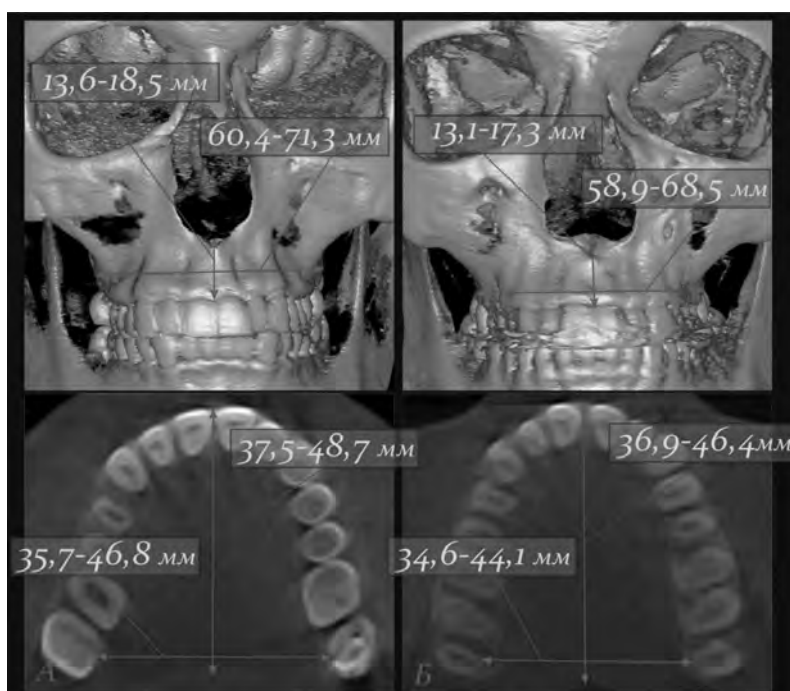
Статеві особливості форми та будови верхньої щелепи людини з еуріпрозопічним типом будови черепа: А – чоловік (КТ № 105638); Б – жінка (КТ № 621132)
